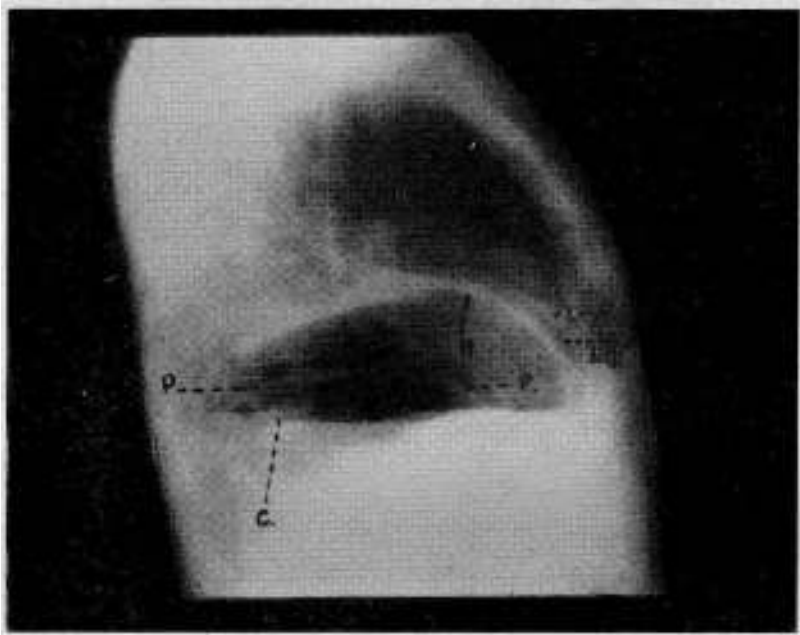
Radiografía lateral.
